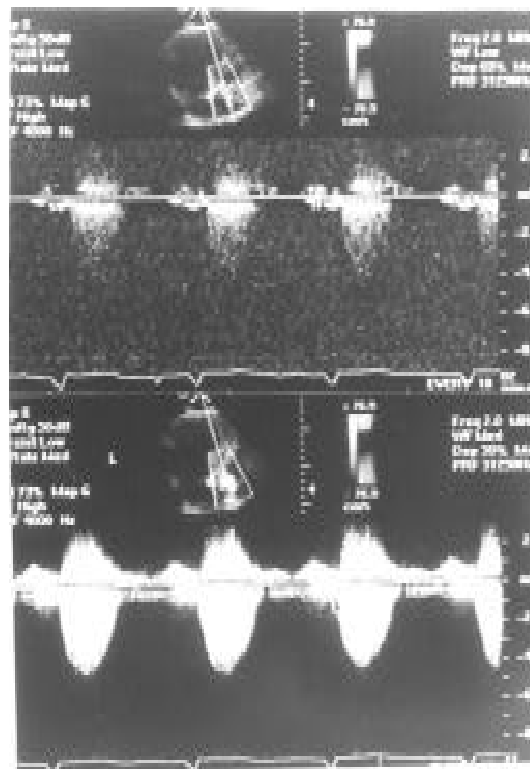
Curva espectral de Doppler contínua da velocidade de fluxo através da valva aórtica sem contraste (acima) e após a injeção de contraste ecocardiográfico (abaixo) demonstrando a nítida melhora do sinal Doppler.
